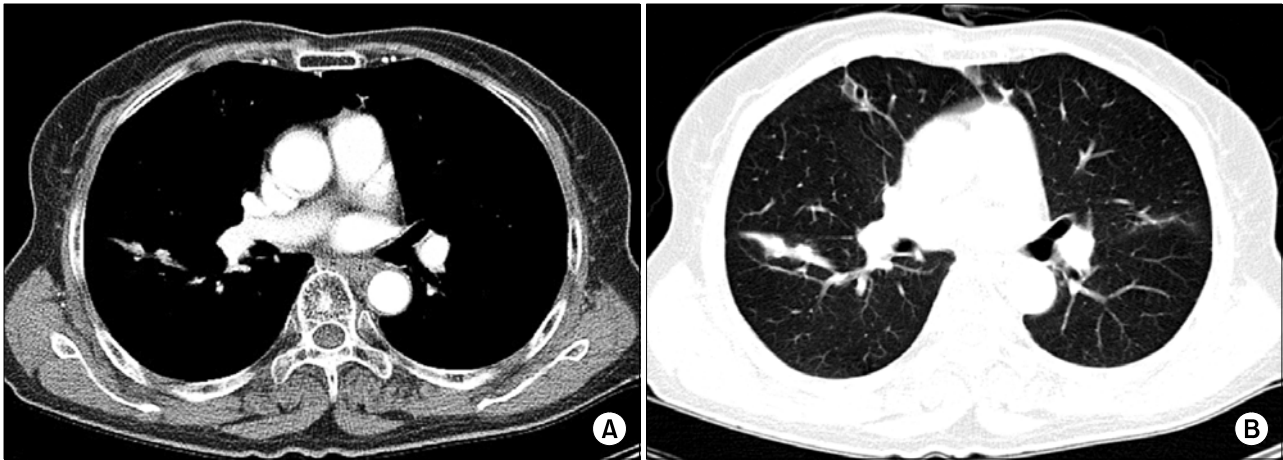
Chest CT at 1 year after radiation therapy. (A) Mediastinal window setting, (B) lung window setting.
